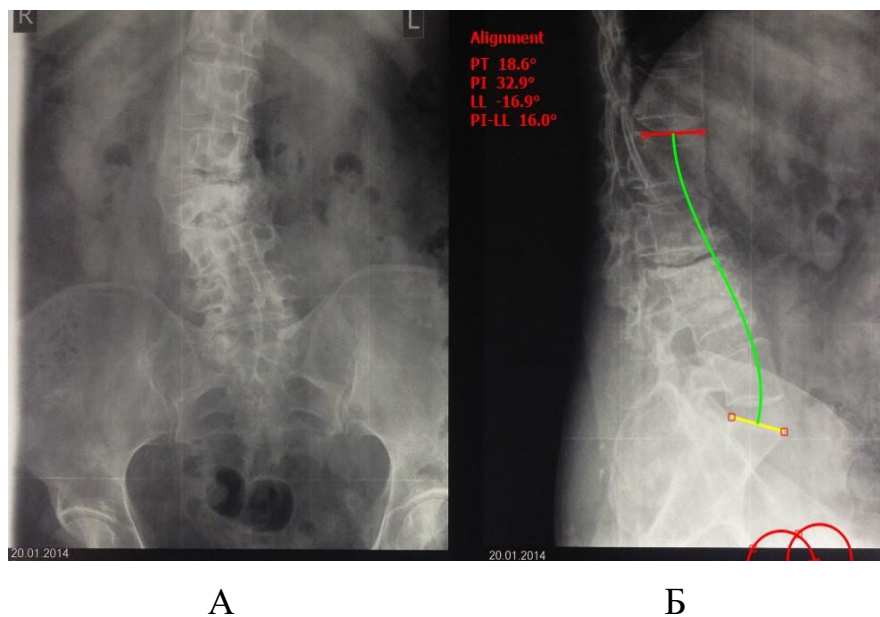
Рентгенограмма поясничного отдела пациентки З., 62 лет.
